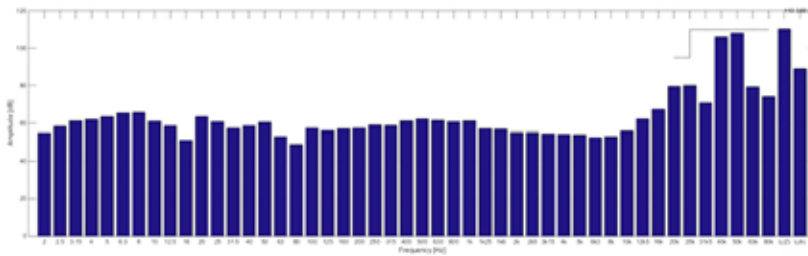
Vasca ultrasonica; Spettro in bande di terzi di ottava nell'intervallo 2Hz ÷ 80kHz, Microfono ultrasonico
